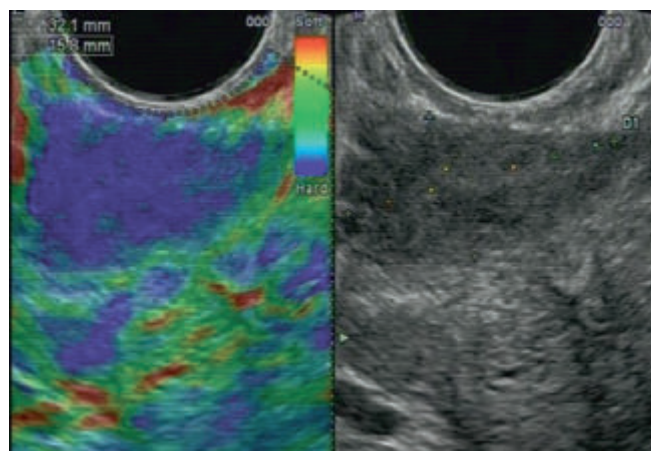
Плотное образование при СЭГ (а) окрашено синим (СЭГ — 4 балла), по объему больше также слева, с однородной структурой при обычном ТРУЗИ (б), с четкими контурами
